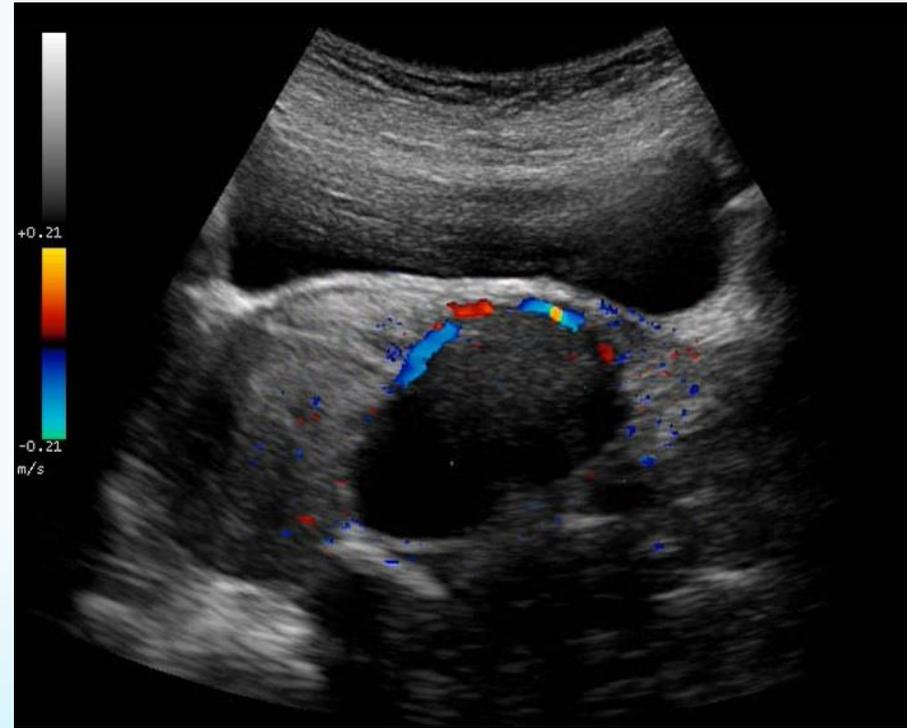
Ecografía ginecológica transabdominal. Corte longitudinal. La masa hipoeoica en fondo de saco vaginal presenta doppler positivo y periférico.
